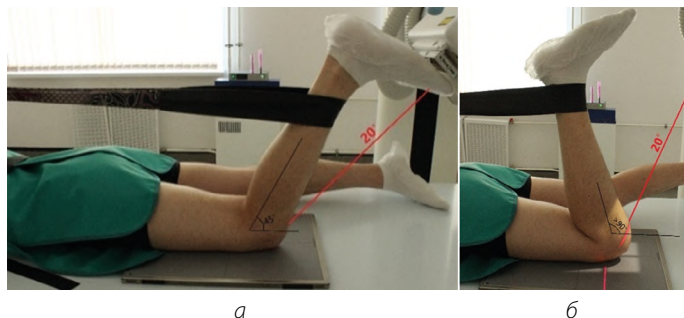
Рентгенография коленного сустава. Тангенциальная проекция, надколенник: а – колено согнуто на  $45^\circ$ ; б – колено согнуто на  $90^\circ$
